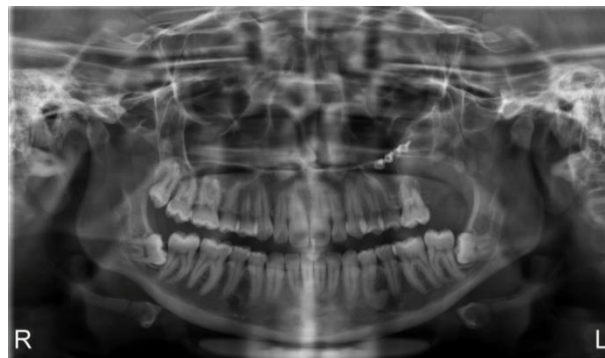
Radiografia panorâmica realizada para controle pós-operatório de 6 meses.
